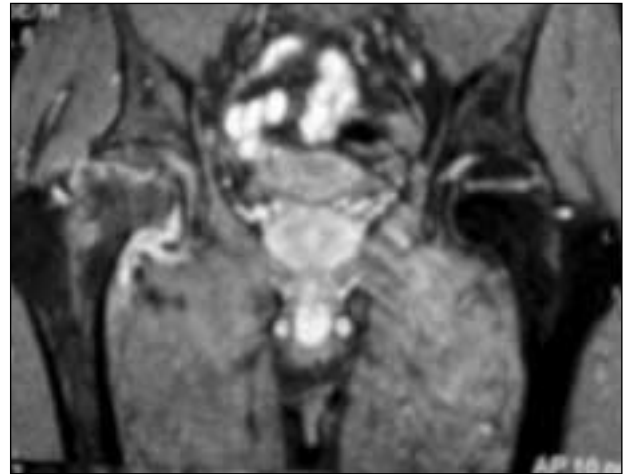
RM. Imagen en T2.
